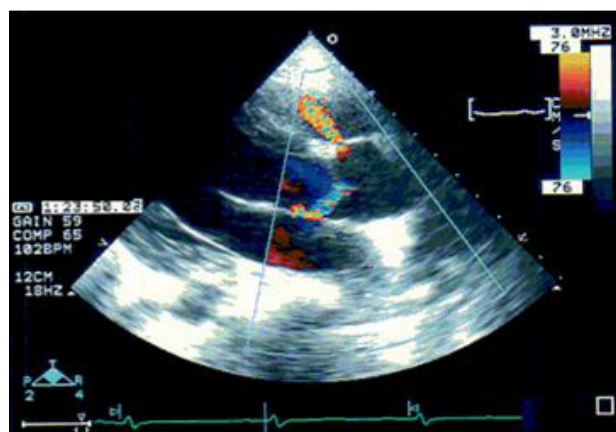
On the thirteenth day after operation, follow-up echocardiography showed ruptured sinus of Valsalva with a shunt from the aorta to the right ventricular outflow tract.
